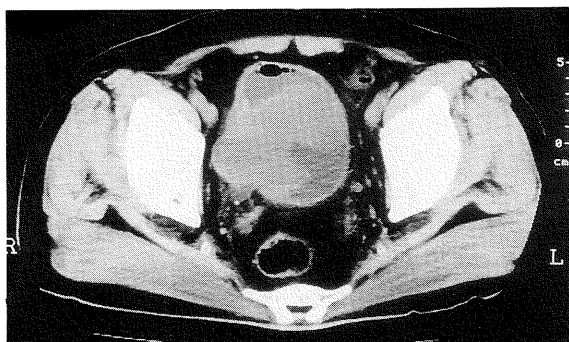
Pelvic CT showed a large bladder tumor.
